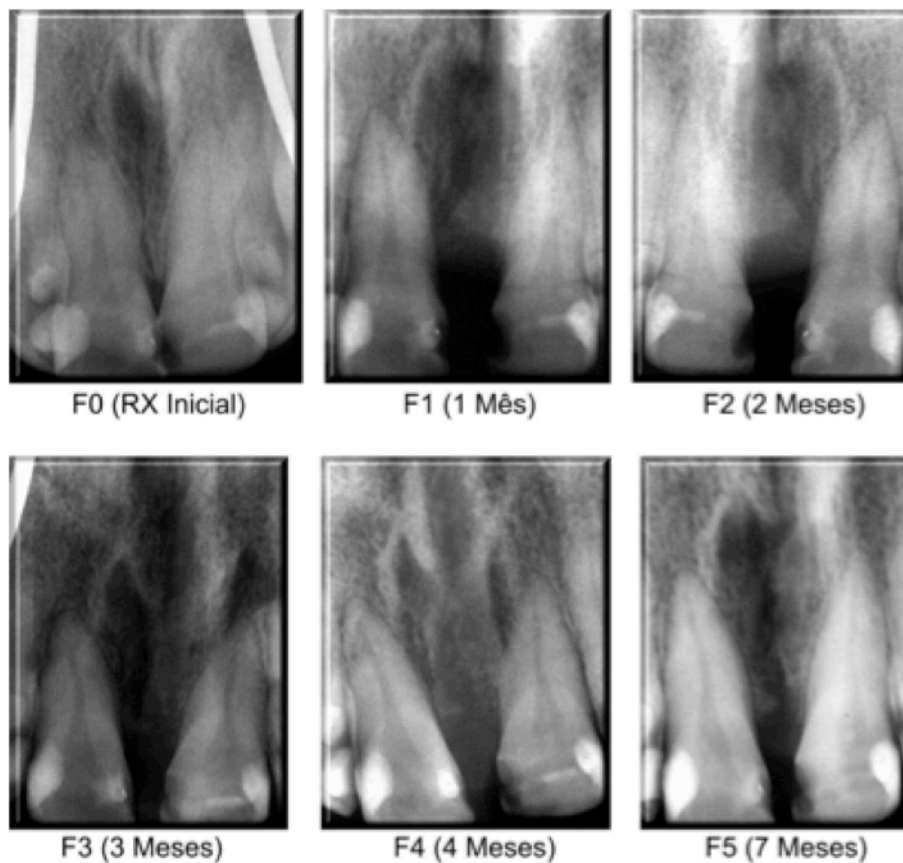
Radiografias digitais SPM anterior do paciente 13, nos tempos medidos no pré-operatório (F0), um mês pós-operatório (F1), dois meses (F2), três meses (F3), quatro meses (F4) e sete meses (F5) do grupo *laser*.
